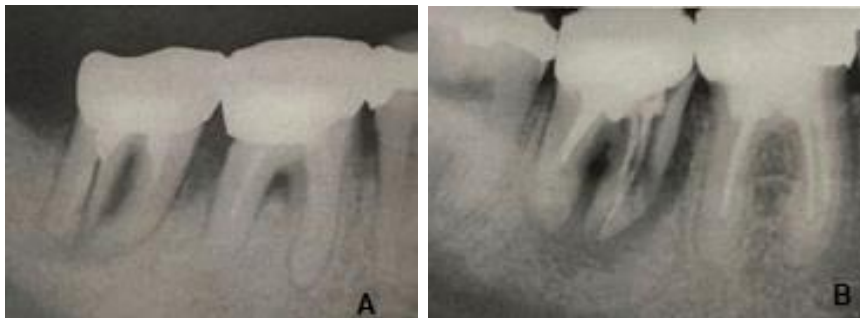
(A) y (B). Radiografías de fracturas dentales después del tratamiento endodóntico.
